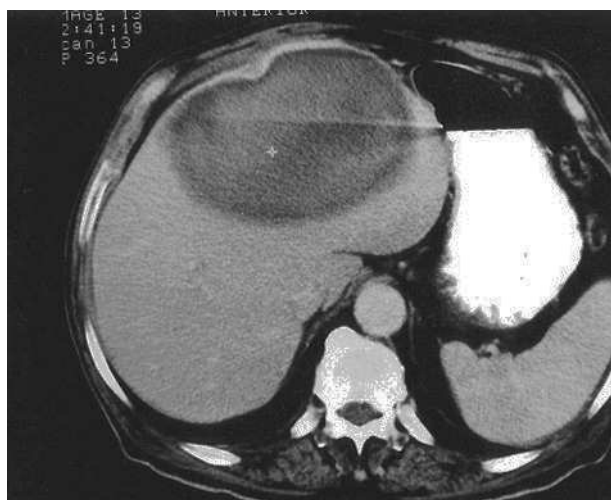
TC abdominal en paciente con traumatismo abdominal contuso, hemodinámicamente estable. Hematoma hepático de grado II. Manejado satisfactoriamente de forma conservadora.
